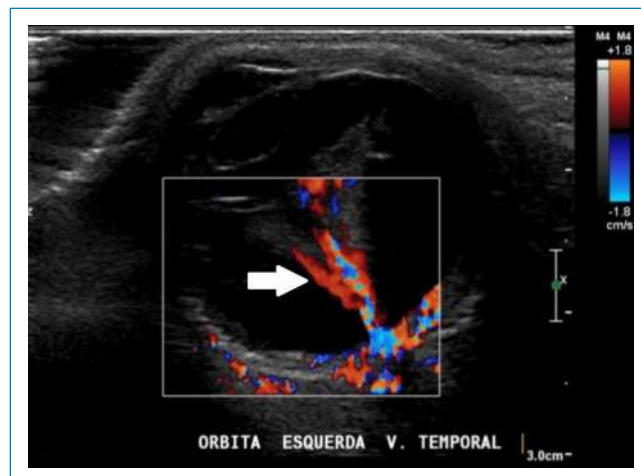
Ultrassonografia do globo ocular esquerdo demonstrando complicações relacionadas à persistência da circulação fetal posterior. No caso, observa-se aumento da ecogenicidade do cristalino, inferindo catarata e redução da amplitude da câmara anterior, que por vezes associa-se a glaucoma agudo de ângulo fechado – como no caso relatado.
